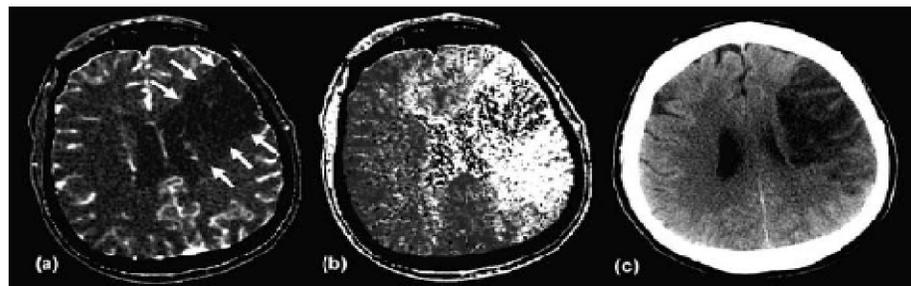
CT perfusion images. CTP images were acquired in this acute stroke patient who was unable to undergo MRI. A map of CBV (a) shows a well-defined region of decreased blood volume in the left frontal lobe. Because DWI images are not available, this region is presumed to represent the core of the infarct. MTT maps (b) show a much larger region of prolonged MTT, reflecting tissue at risk of infarction. In a follow-up CT scan (c), most but not all of the threatened tissue has progressed to infarction. Note that in some of the tissue that demonstrates low CBV, perfusion is so severely impaired that the amount of contrast agent that arrives is so small that MTT cannot be measured accurately, resulting in a noisy “speckled” appearance in the MTT map.
